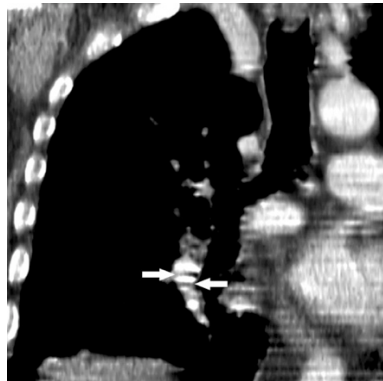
Artefacto de escalera en un hombre de 84 años con disnea y dolor en el pecho. La tomografía computarizada muestra líneas de baja atenuación que atraviesan un vaso en imágenes reformadas coronales (flechas). Este artefacto puede ser reconocido por su naturaleza no anatómica y se distingue fácilmente del embolismo pulmonar. (RadioGraphics 2004; volume 24:1219 –1238).
